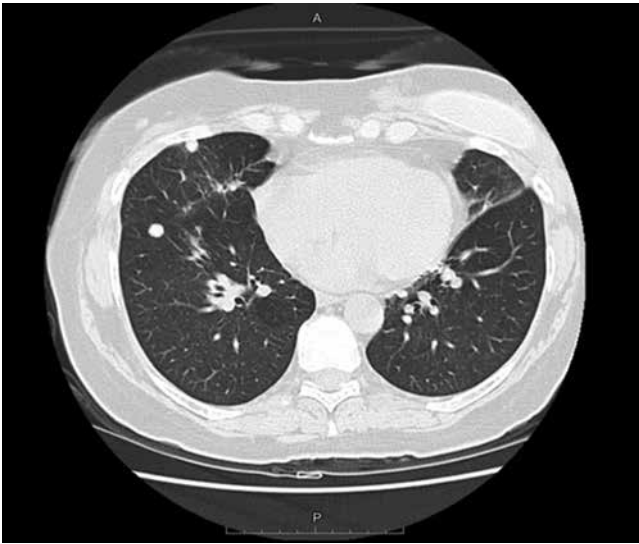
Пациентка Т. 56 лет. КТ ОГК
